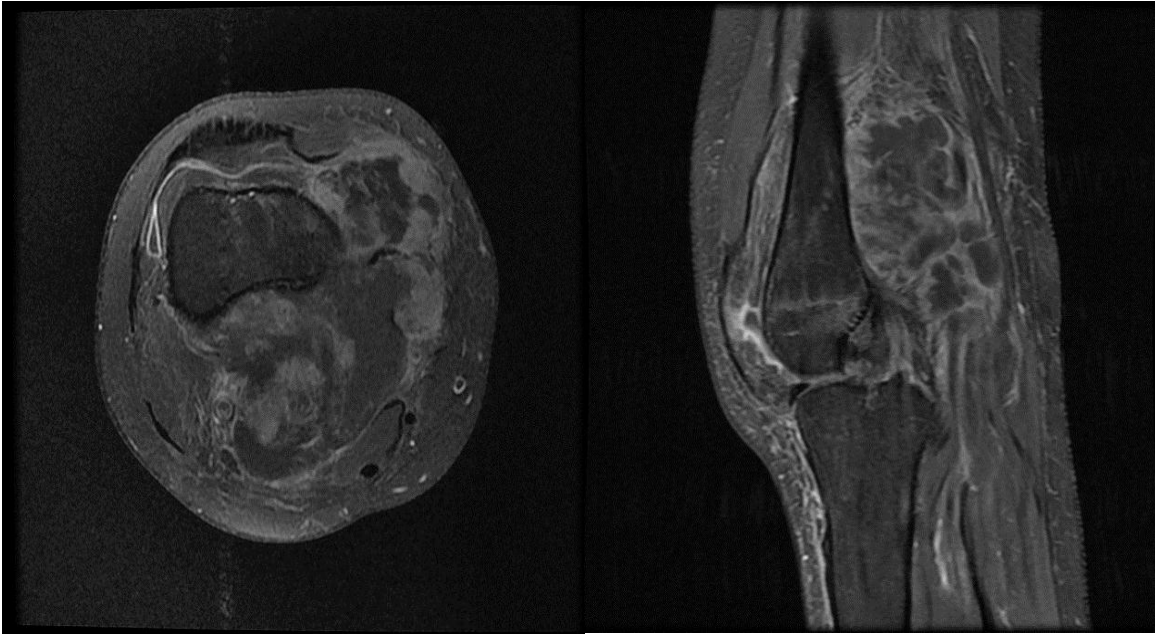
Image d'une IRM d'un sarcome d'Ewing des parties membres localisé au niveau du membre inférieur, séquence T1, en coupe axiale et sagittale
